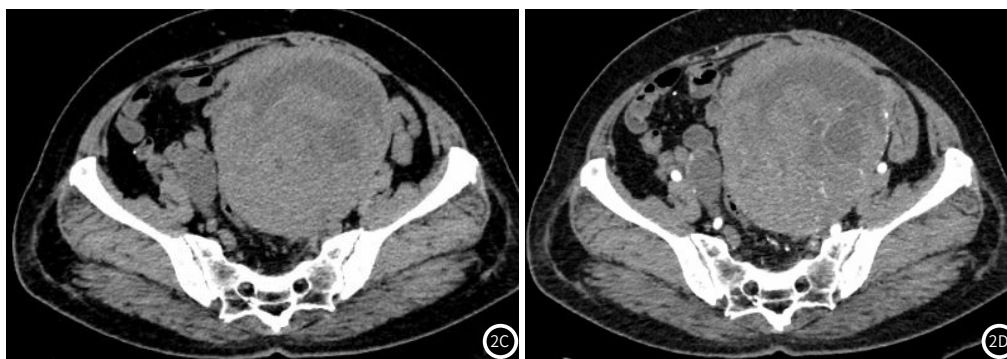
患者,女,75岁,盆腔囊实性占位性病变,大小约121mm×110mm,图2A:CT平扫实质部分CT值约40HU,图2B~D为增强扫描三期图像,图2B:动脉期实质性部分CT值46HU,图2C:静脉期实质性部分CT值59HU,图2D:延迟期实质性部分CT值65HU,囊性部分未见强化;病灶左侧见迂曲血管影,由左侧卵巢静脉引流汇入左肾静脉,病灶边界清,病灶压迫左侧输尿管盆段,以上输尿管、肾盂肾盏明显积水扩张,邻近肠管、盆腔及子宫受压。
